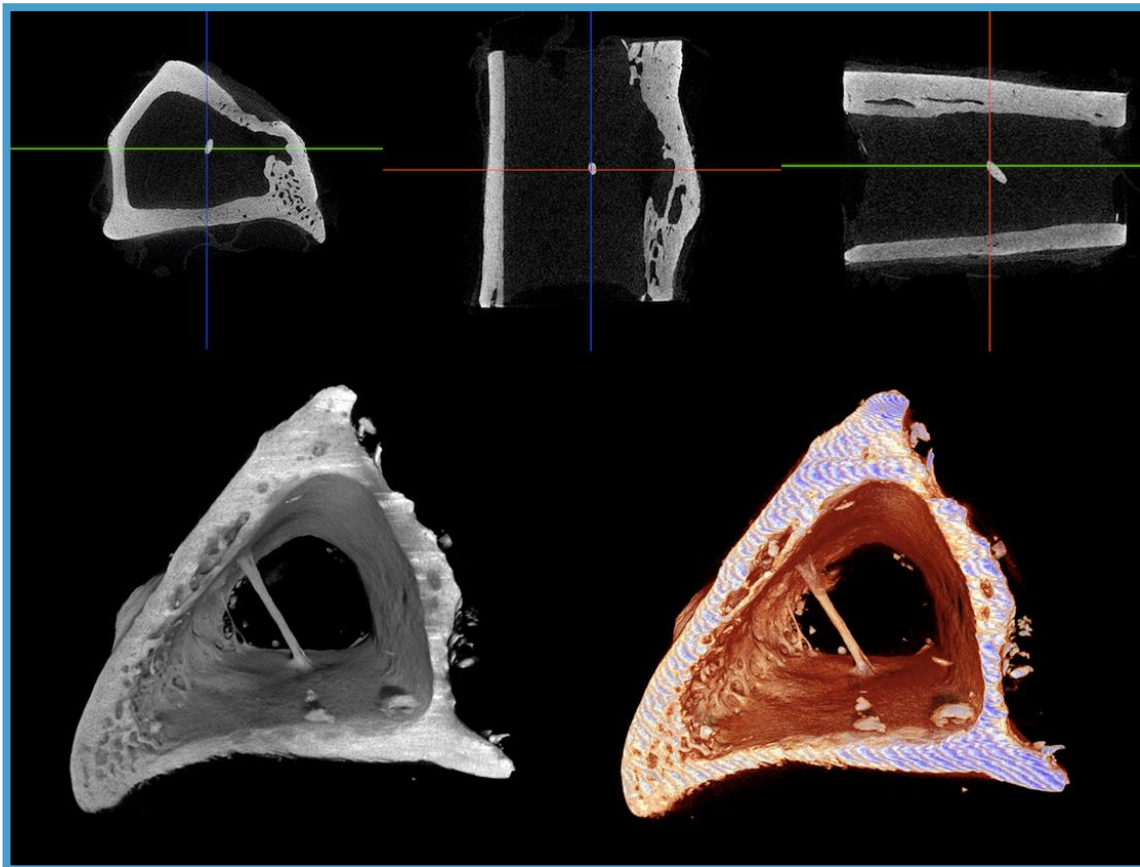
Estudio del defecto óseo artificial producida en los huesos controles para la determinación de superficies y volúmenes mediante la técnica de micro-TC.
